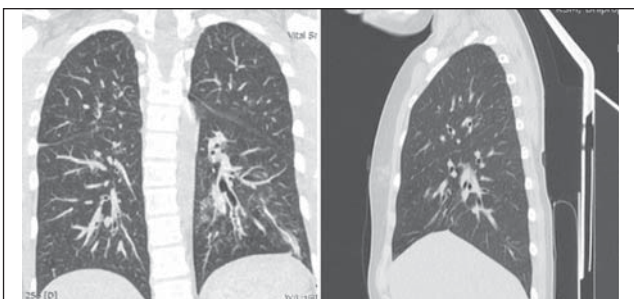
Комп'ютерна томографія високого дозволу органів грудної клітки дитини
